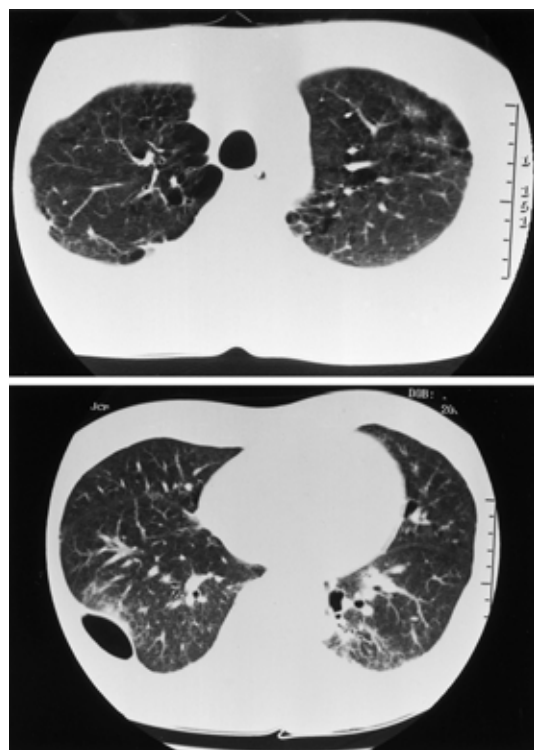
Chest CT scan taken in June 2001 shows only slight ground glass opacity.
